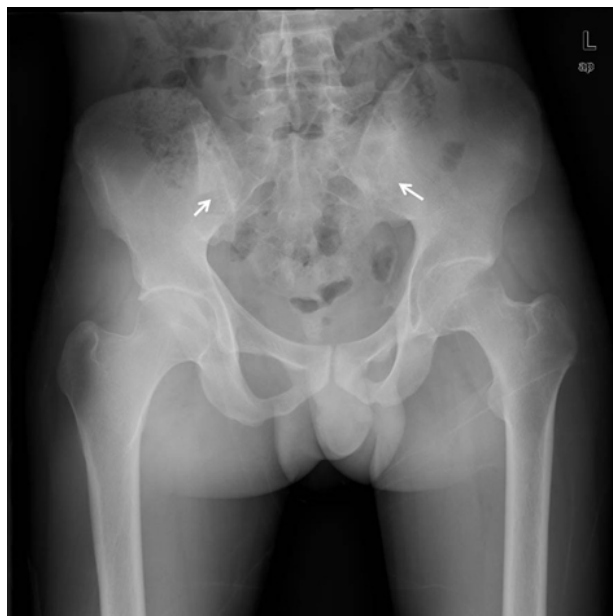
Pelvic radiography revealed obliteration of the sacroiliac joints (arrows).
